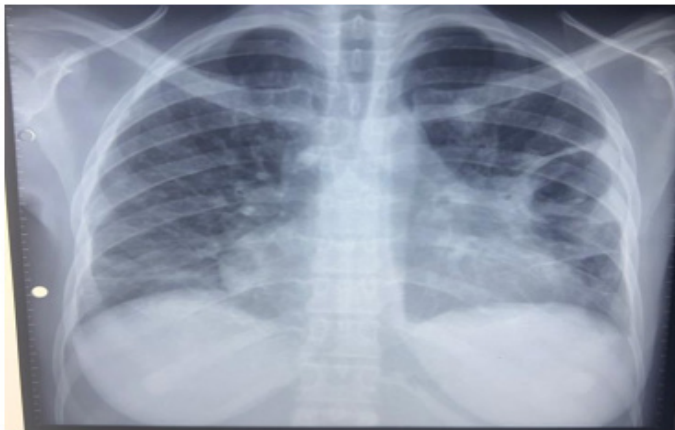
radiographie thoracique de face : cardiomegalie avec index cardio-thoracique a 0,59, la rectitude de l'arc antérieur moyen, l'allongement de l'arc inférieur, la pointe du cœur plongeante, pneumopathie interstitielle bilatérale para illiaire
